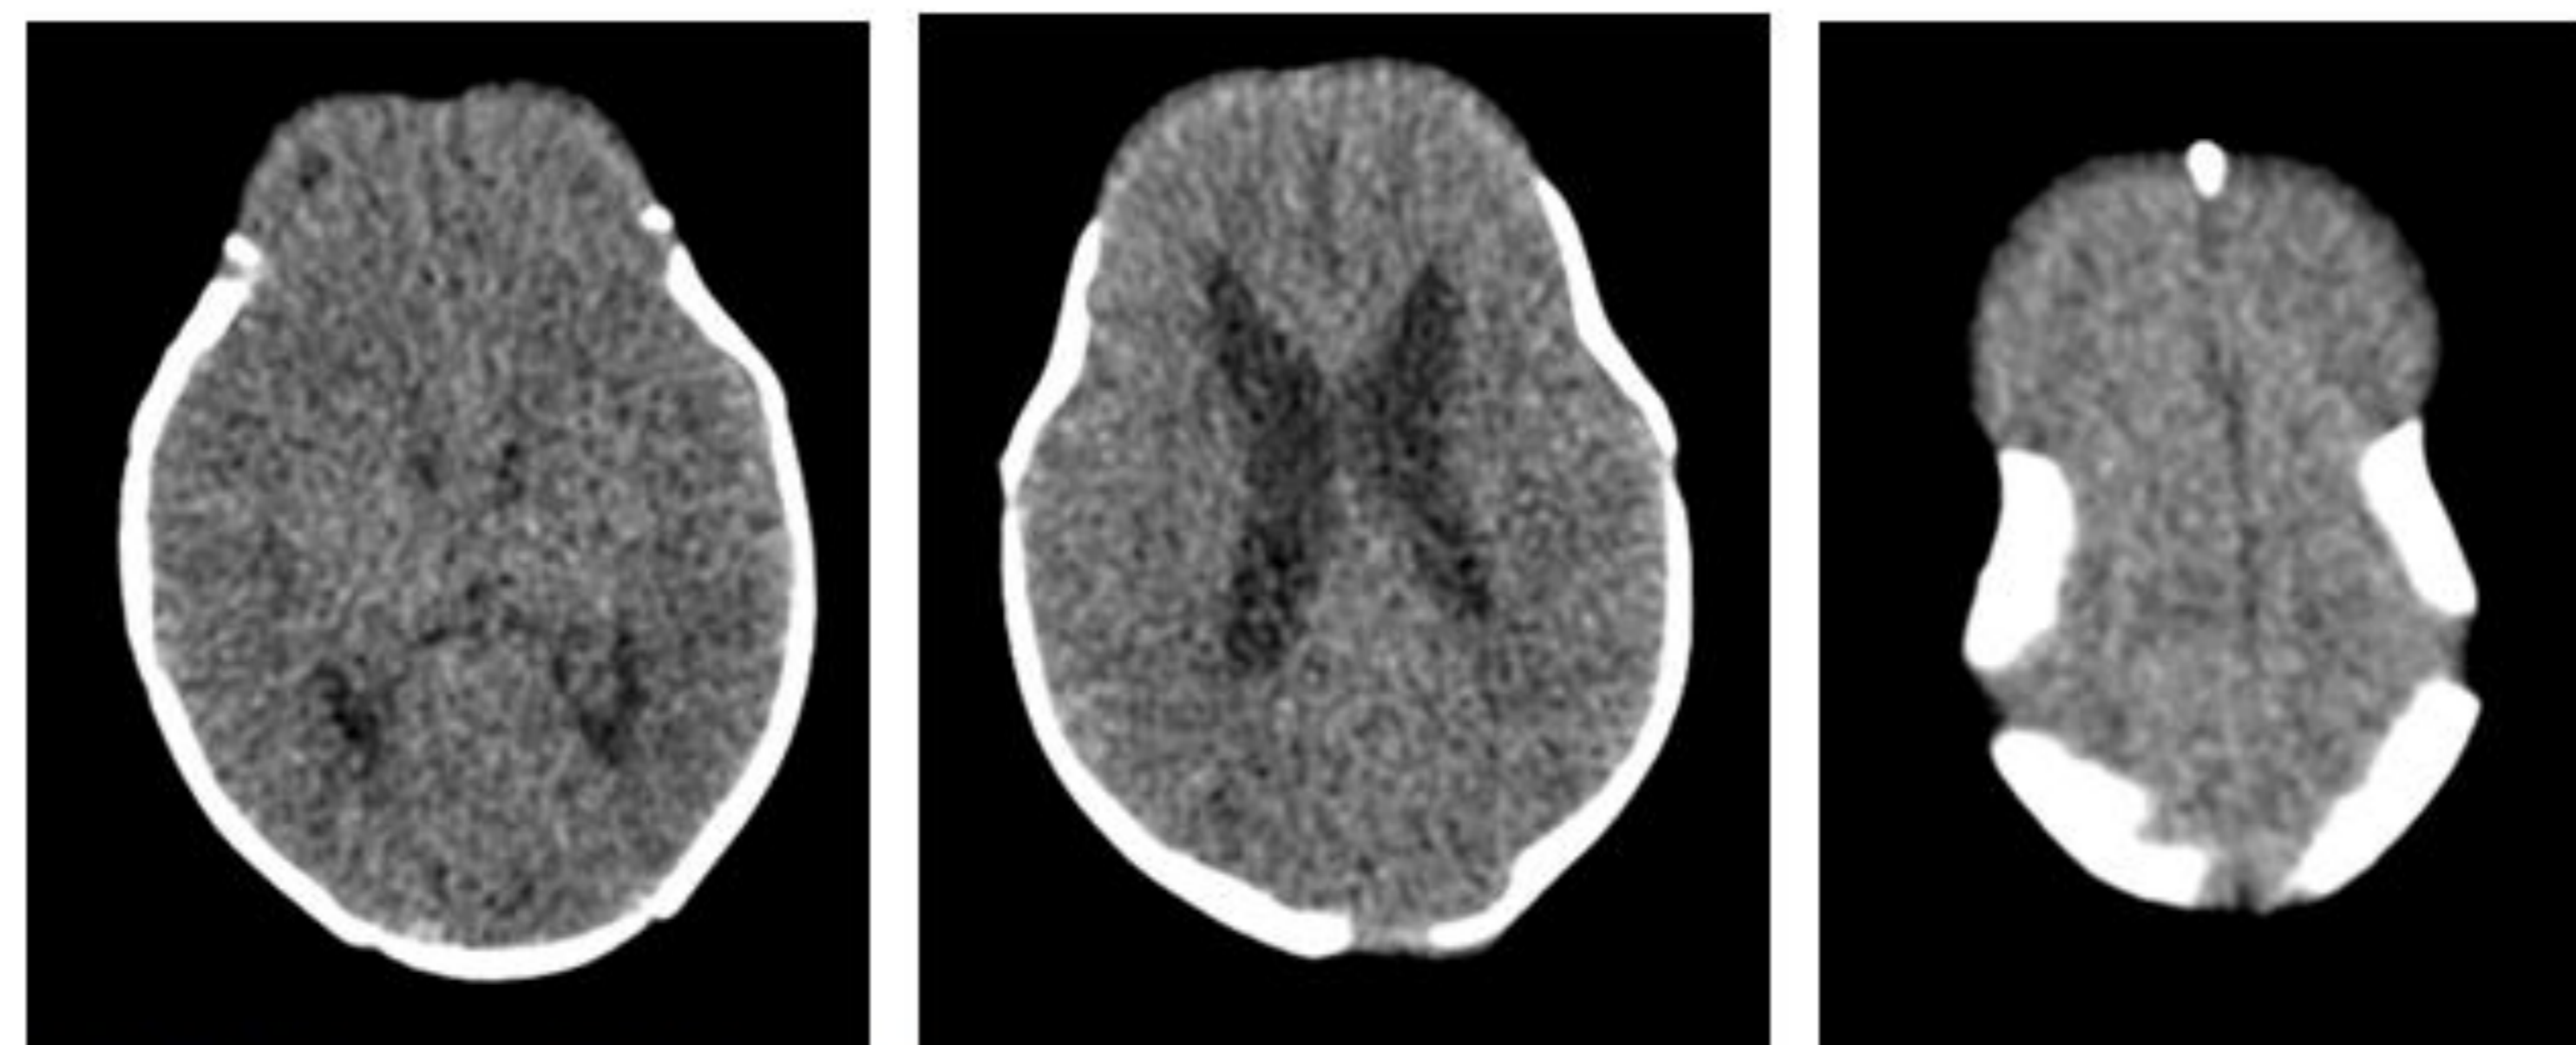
RMN Postnatal. Defecto frontal.
